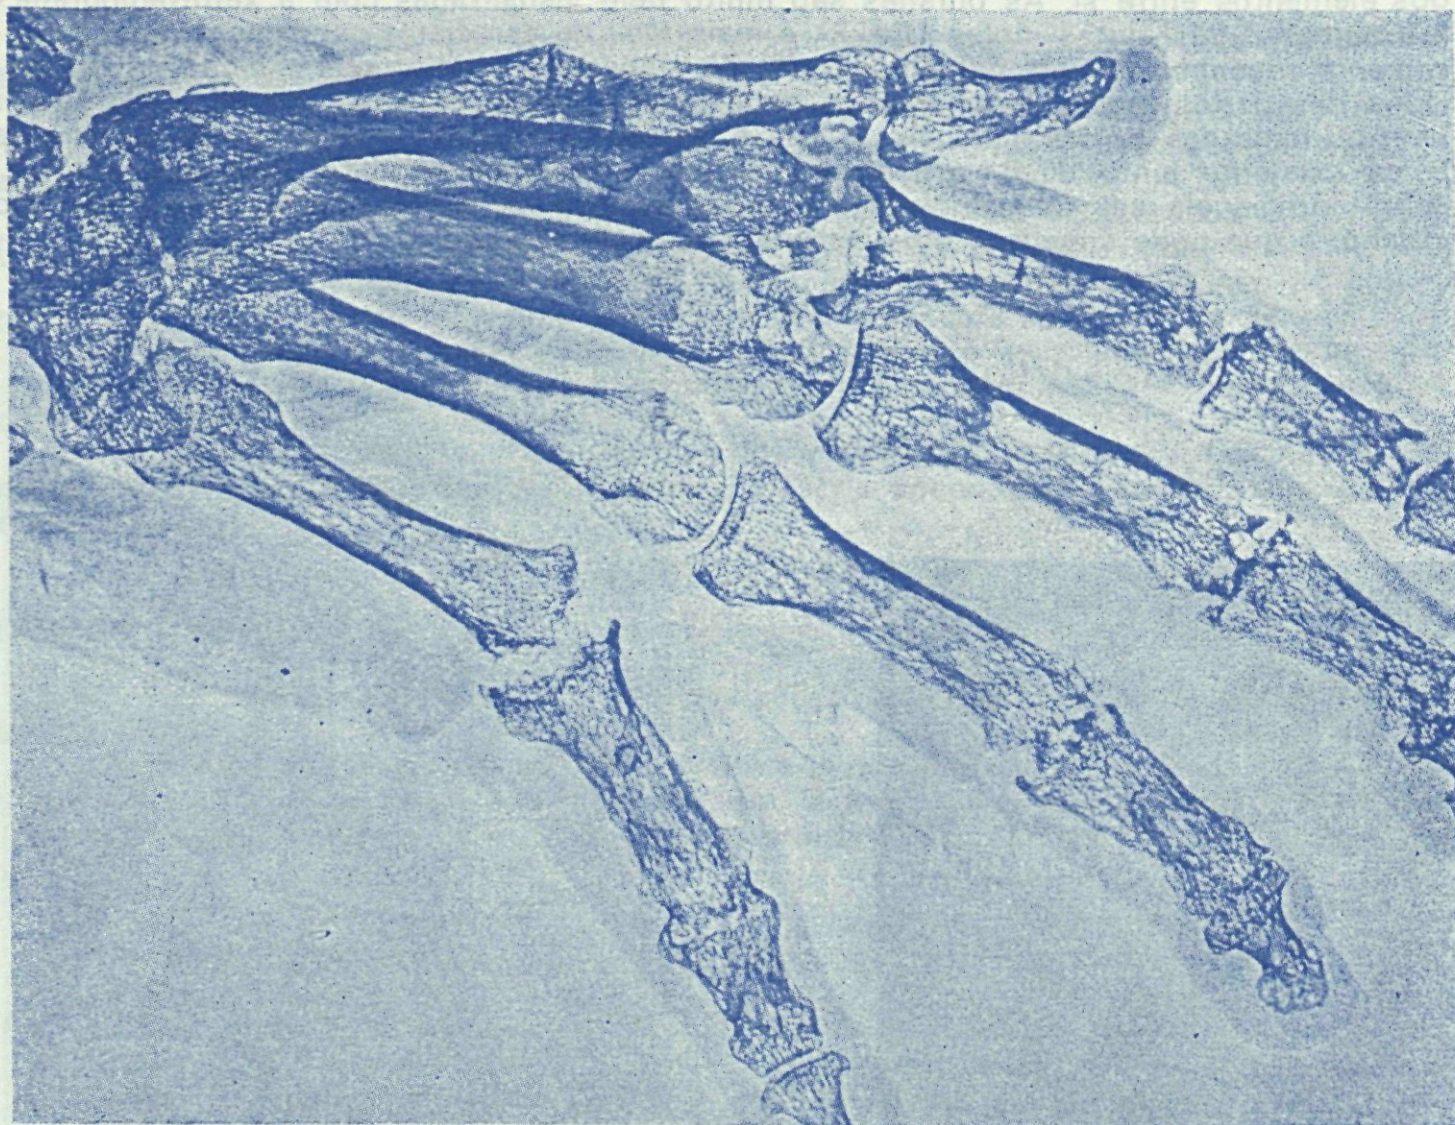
Xerorradiografia de mão reumatóide de um doente do sexo masculino. Note-se o aumento do espaço da 5.ª metacarpo-falângica por destruições cartilagueas e ósseas.
